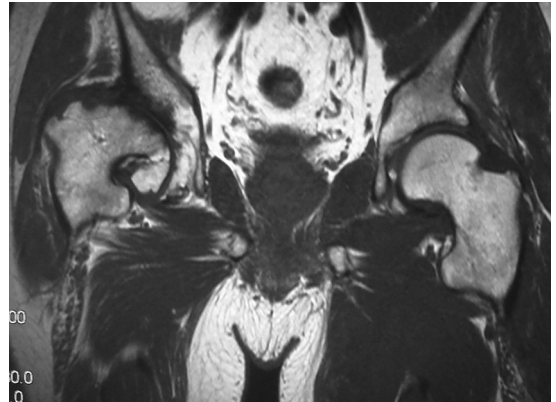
股関節 MRI 面像(58歳：発症48年後)
